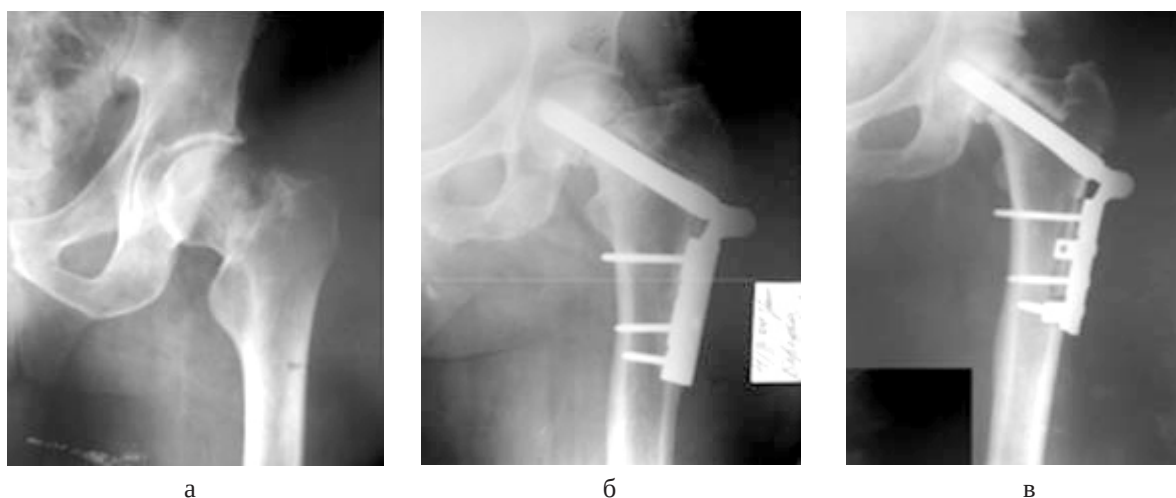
Фотовідбитки рентгенограм хворої: а – при поступленні в клініку; б – після оперативного втручання; в – через 5 місяців після операції.
